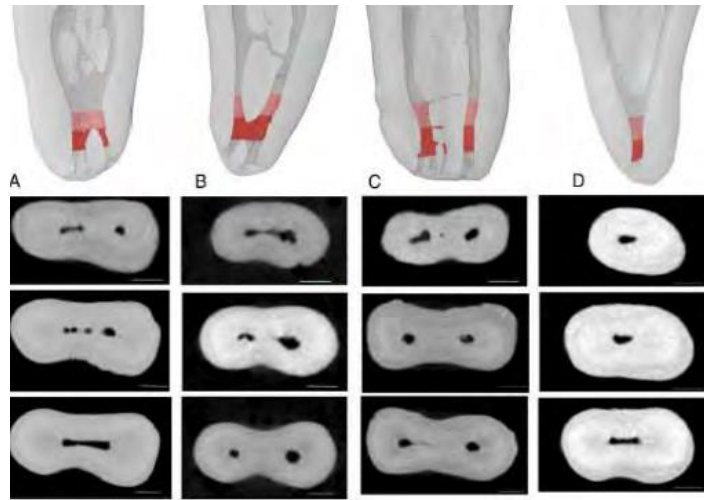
Cortes transversales del segundo molar inferior “Micro-ComputedTomography Study of the Internal Anatomy of Mesial Root Canals of Mandibular Molars”, Villas-Boas y Cols, 2011, p. 99
